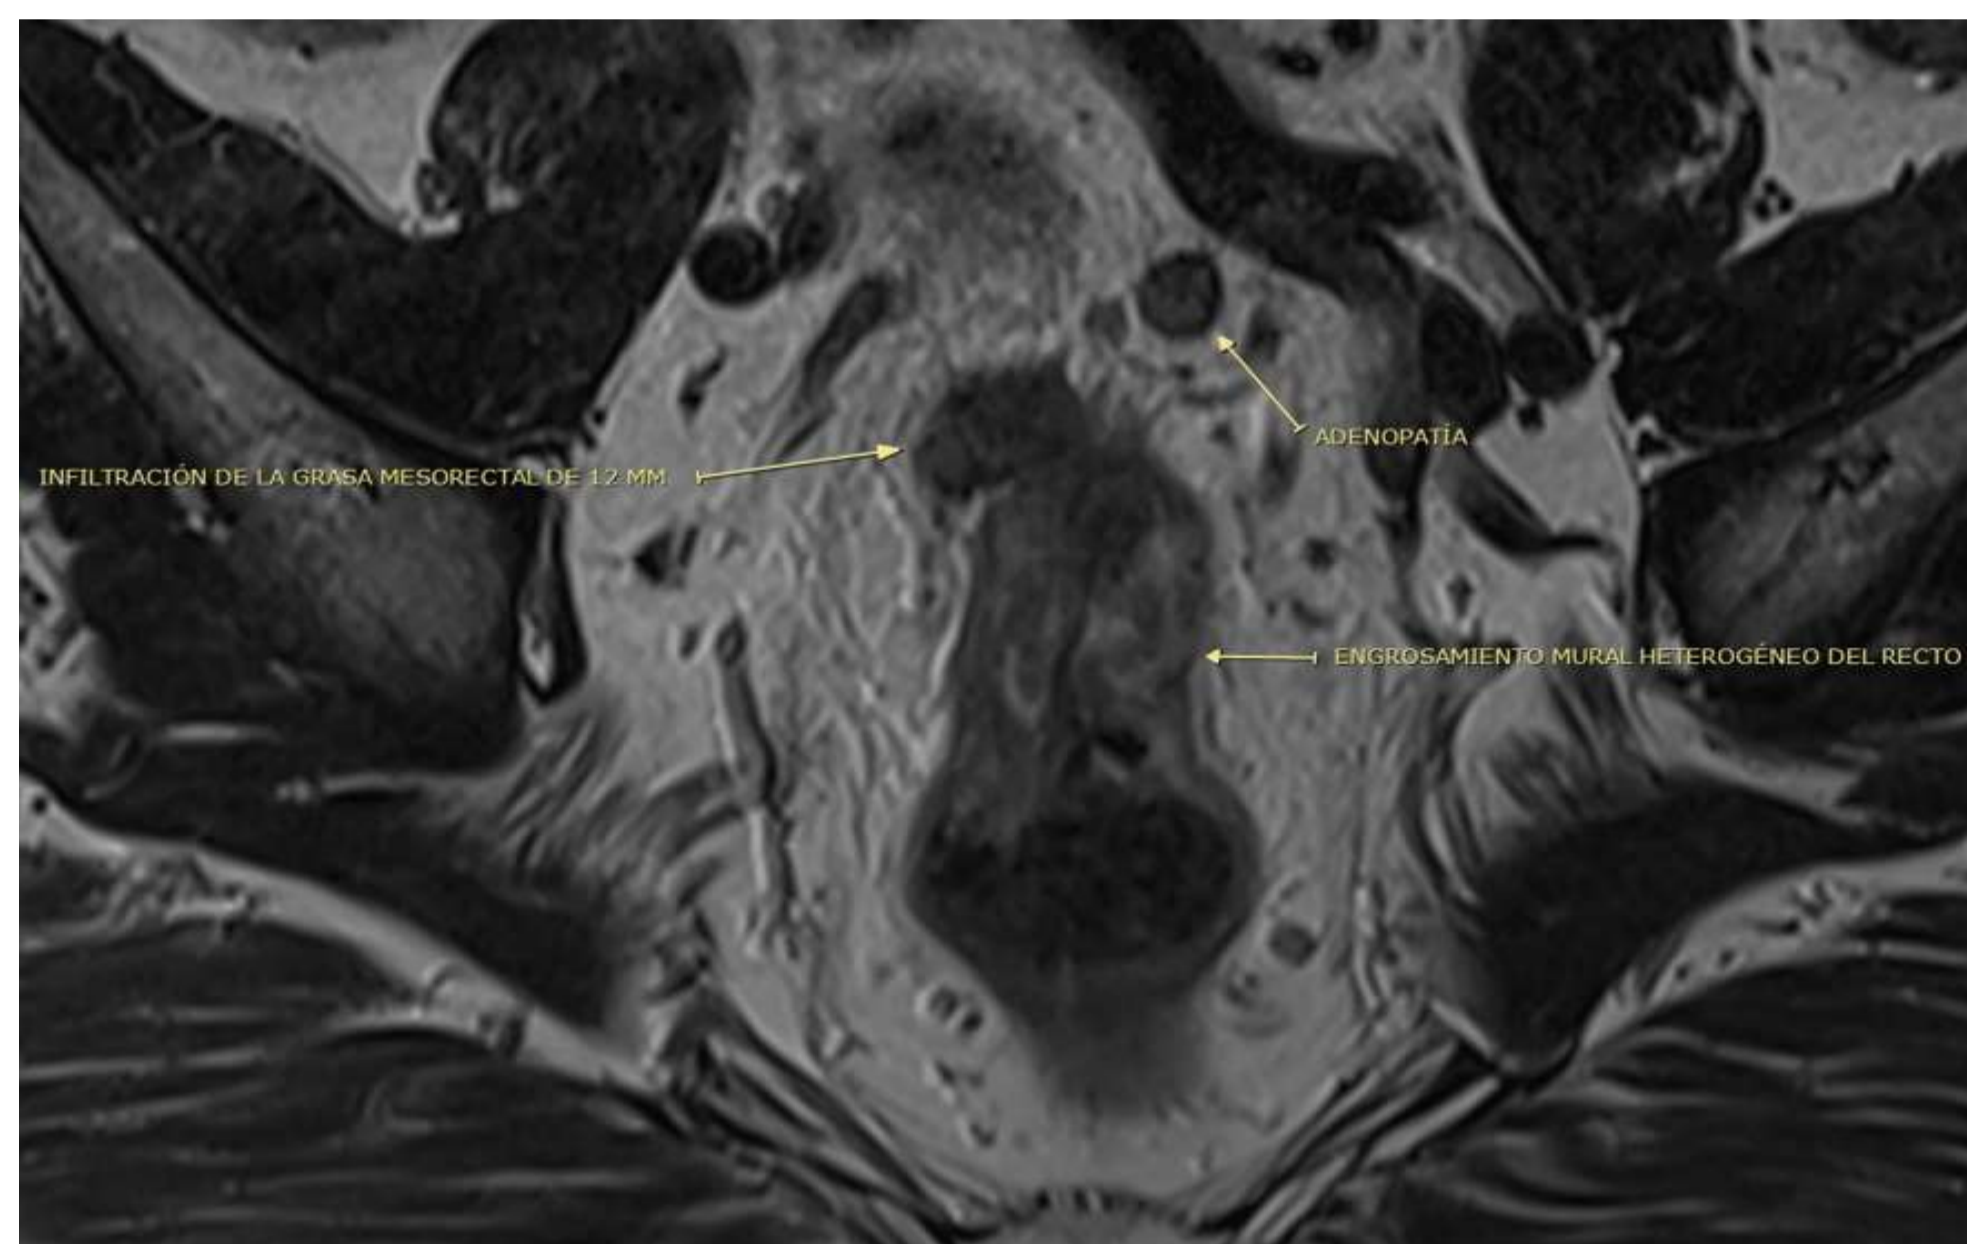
Resonancia magnética rectal al diagnóstico en Marzo/22
